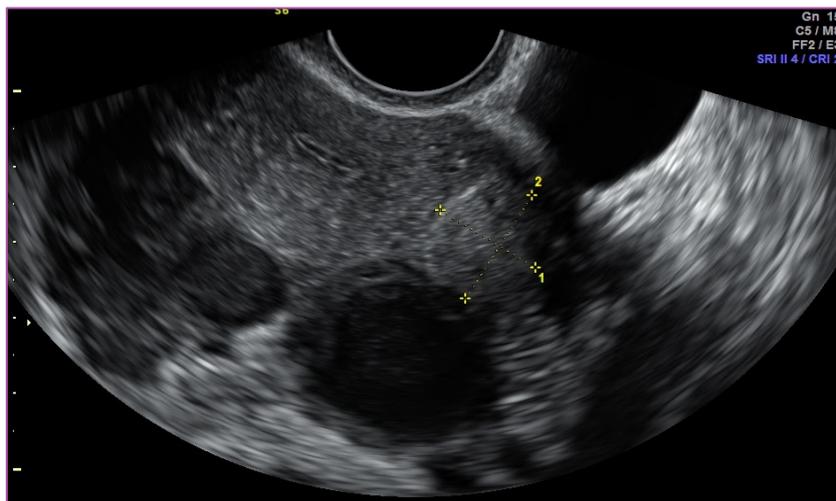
ECOGRAFÍA TRANSVAGINAL, CORTE AXIAL. EN FONDO DE SACO DE DOUGLAS LOS OVARIOS CONTACTAN ENTRE SÍ, POR EFECTO DE LAS ADHERENCIAS. LAS CRUCES SEÑALAN UN NÚCLEO MIOMATOSO INTRAMURAL, DE DESARROLLO SUBSEROZO, UBICADO EN LA PARED LATERAL IZQUIERDA. POR FUERA DE ESTE, SE OBSERVA UNA COLECCIÓN LÍQUIDA, EXTRAGENITAL
